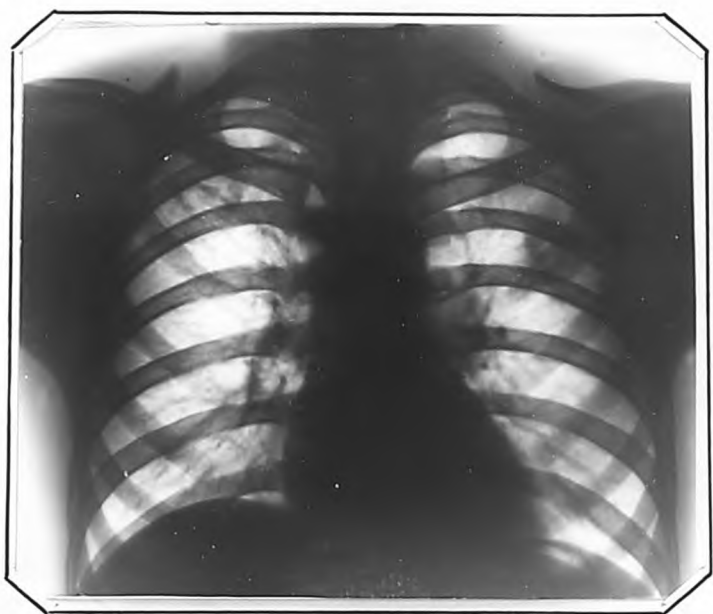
Рентгенограмма легких больного Н., 18 лет, от 16. XII. 1952 г. Справа, на месте инфильтрата с распадом, - рубец. Слева в 1 межреберье инфильтрат с распадом
